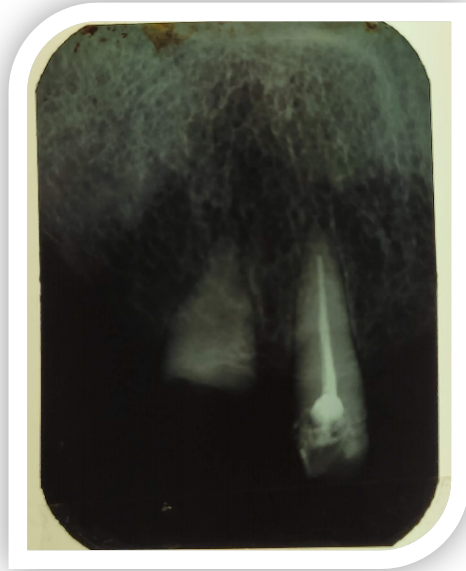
Radiografía periapical Dientes 13,14
